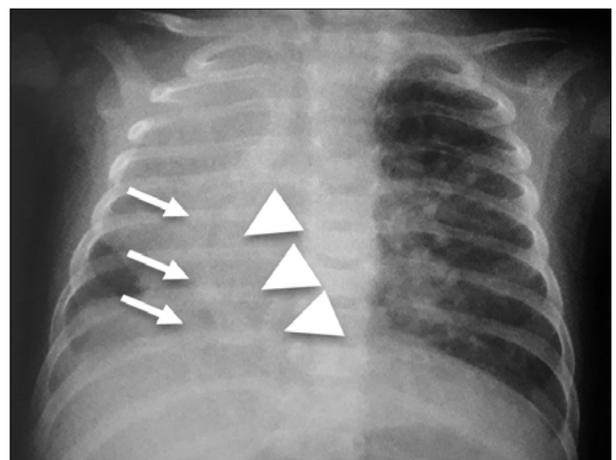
Radiographie thoracique de face montrant l'opacité rectiligne para cardiaque droite (flèches jaunes) correspondant au signe de cimenterie caractéristique. On note un effacement du bord droit du cœur (têtes de flèche).
